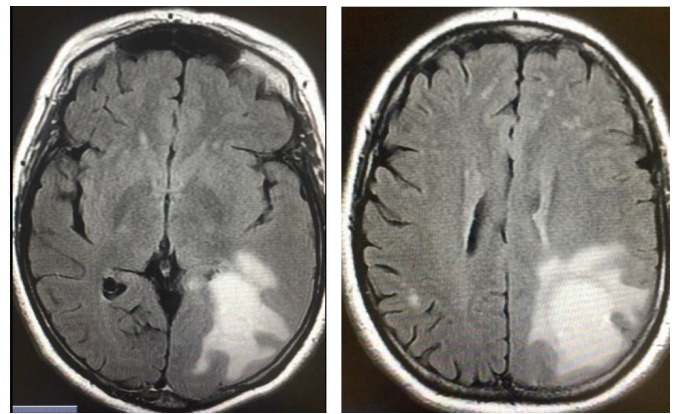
RM de crânio evidenciando, à esquerda, lesão expansiva de 6,1 × 3,3 × 4,3 cm, hiperdensa, ovaral, de contornos lobulados; à direita, outra lesão com centro hiperdenso, de 2 × 7,9 cm, com edema e efeito de massa focal occipitoparietal à esquerda. RM: ressonância magnética.
